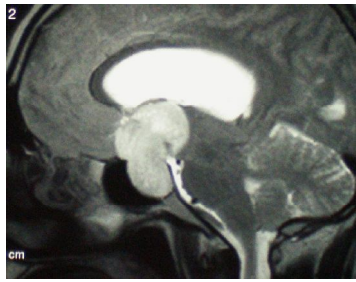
А, Б. МРТ випадку інвазивної гормонально-неактивної аденоми гіпофізу, що обумовлює оклюзійну гідроцефалію.
